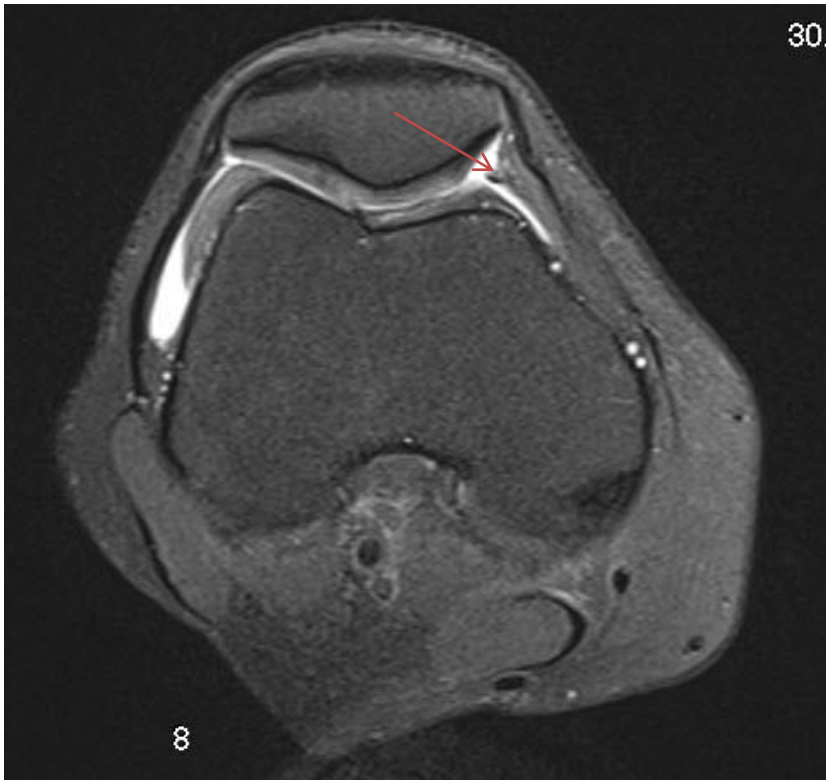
МР-томограма у пацієнта з II стадією ГМПС.
